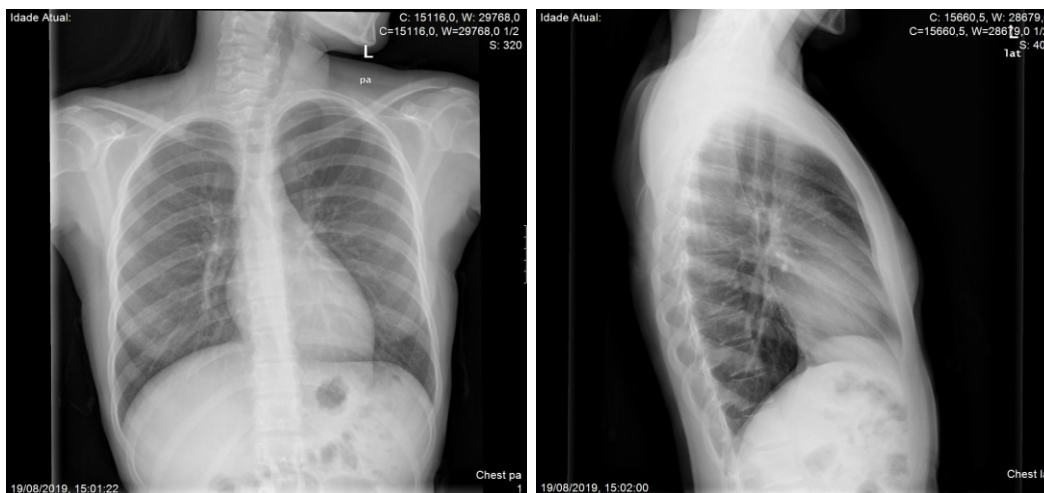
e 9 Telerradiografia torácica em incidência ântero-posterior (esquerda) e perfil (direita), um mês após o início do tratamento.
